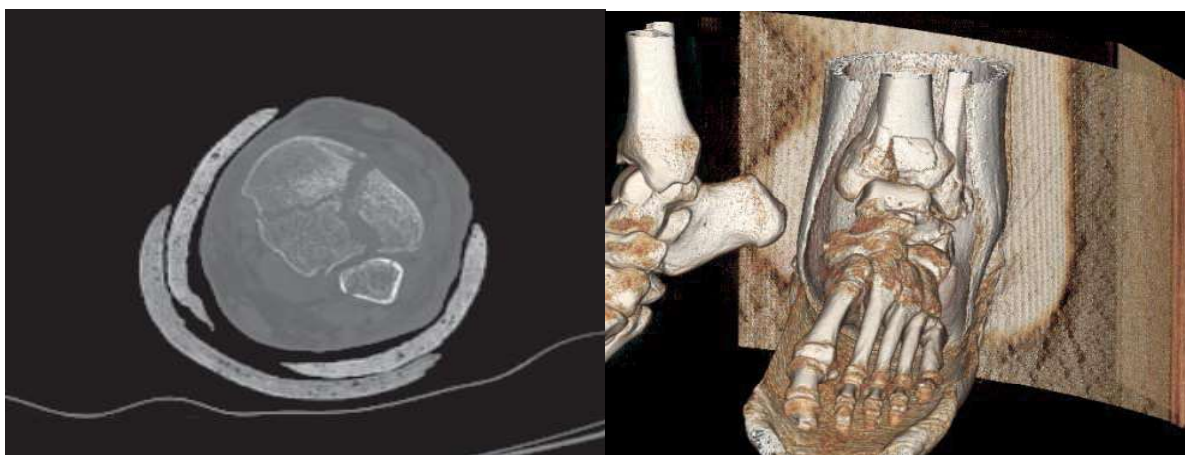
Компьютерная томография голеностопного сустава при поступлении
